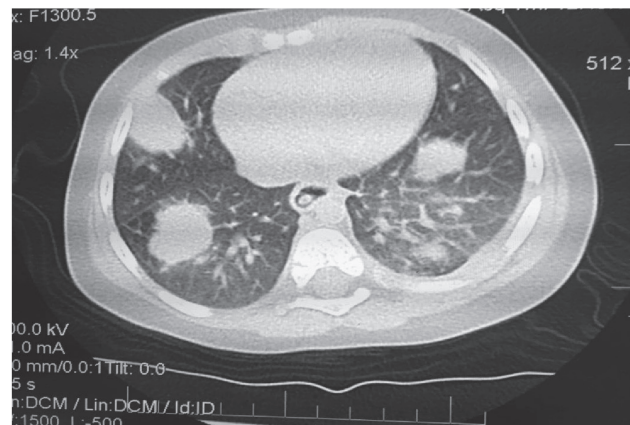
Комп'ютерна томографія органів грудної клітки
